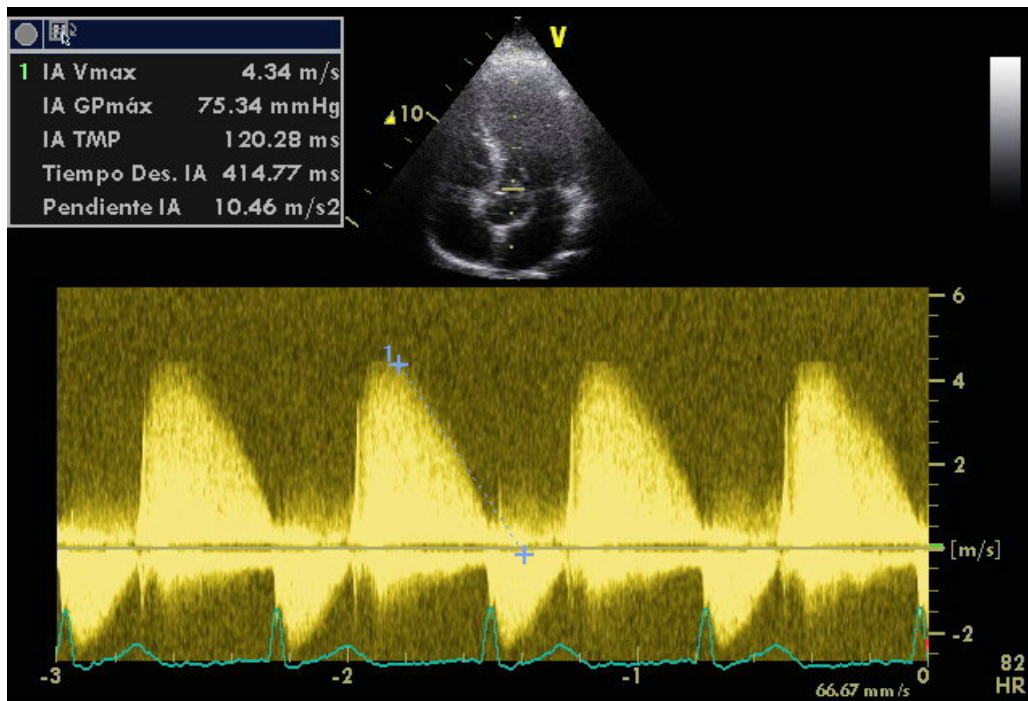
Imagen con doppler continuo que muestra insuficiencia aórtica muy severa.
